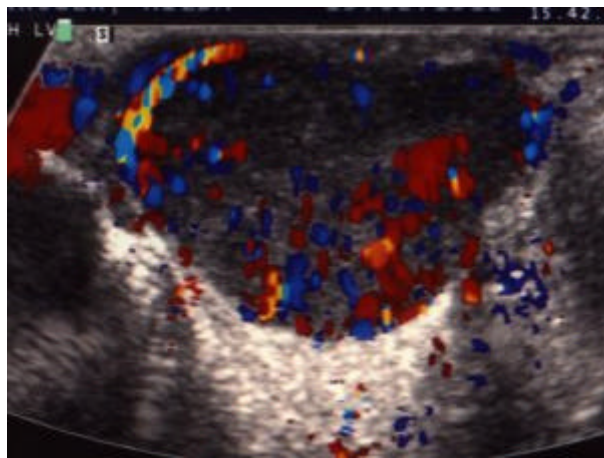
Signalverstärkte (= nach Levovistgabe) frequenzkodierte (= konventionelle) Farbdopplersonographie.
